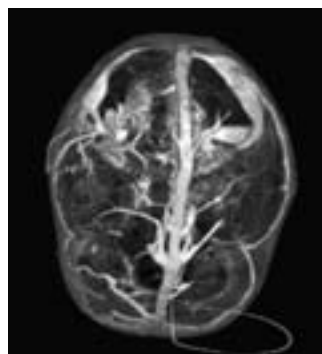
Darstellung des zerebralen Venensystems (post mortem) nach Kontrastmittelinjektion in den Sinus sagittalis superior, Sicht von kranial, Bauchlage (Volume Rendering Technique aus Spiral-CT-Daten des IRVM Heidelberg)
